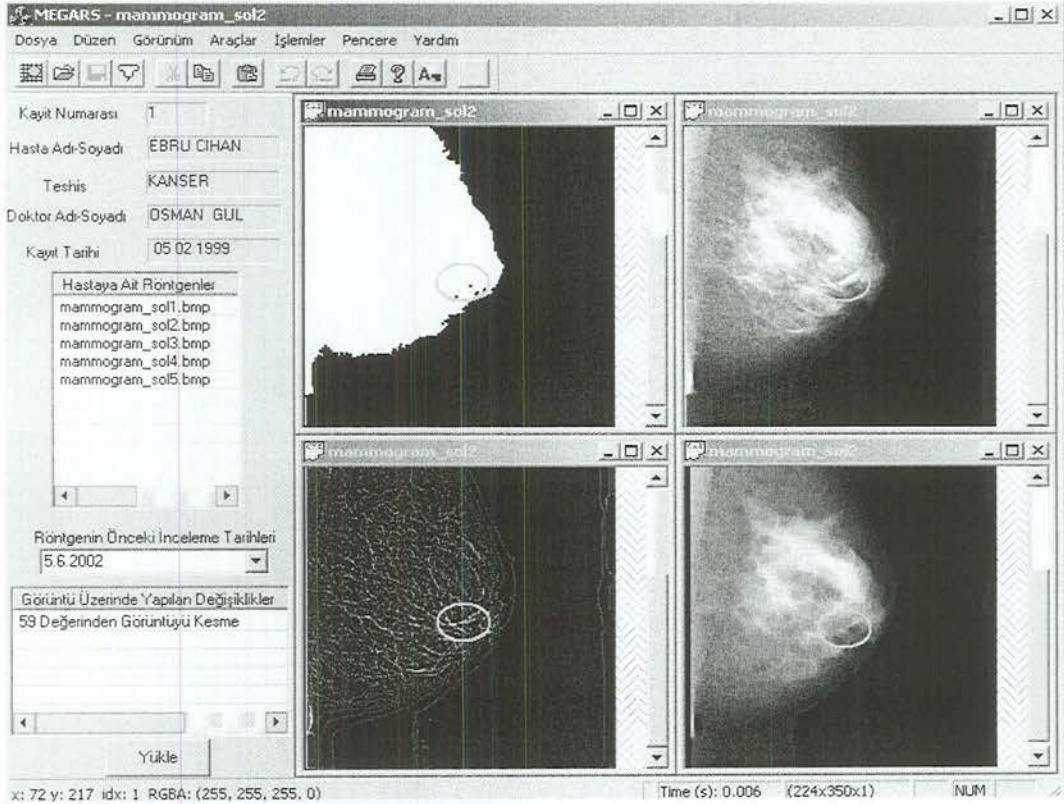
Röntgenin önceki inceleme tarihlerinin listelenmesi
